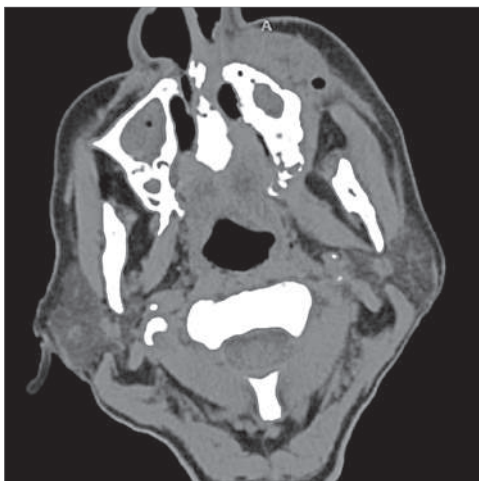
КТ признаки полисинусита с поражением верхнечелюстных пазух, ячеек решетчатого лабиринта, клиновидной пазухи слева, с деструкцией левого крыла клиновидной кости и альвеолярного отростка верхней челюсти слева (до оперативного лечения)
